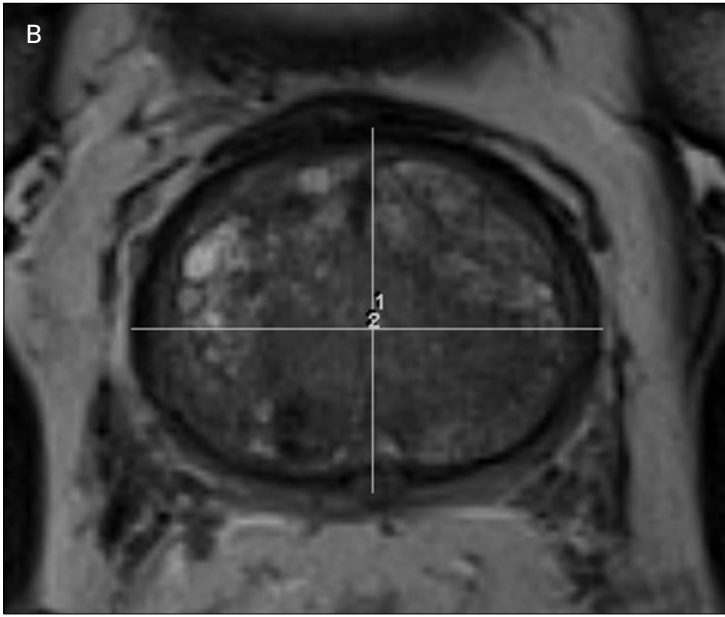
B: Axial and sagittal MRI after PAE
